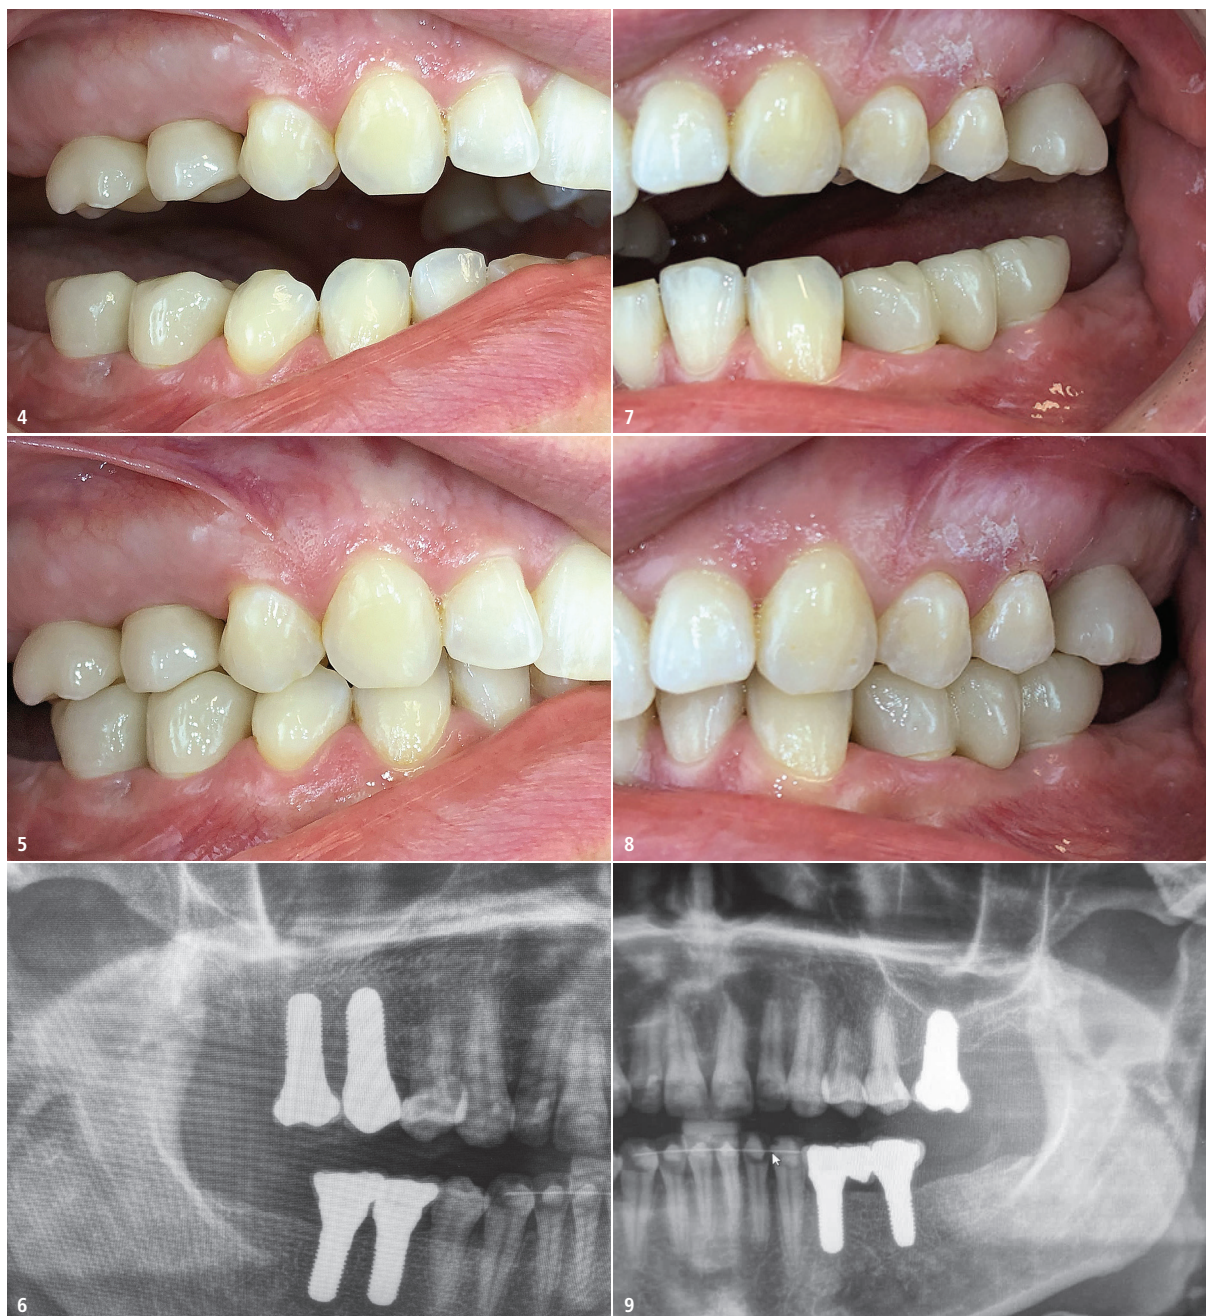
Restaurationen im oberen und unteren rechten Seitenzahnbereich ... – Abb. 5: ... in Okklusion. – Abb. 6: Röntgenkontrollaufnahme der Restaurationen im rechten Seitenzahnbereich. – Abb. 7: Restaurationen im oberen und unteren linken Seitenzahnbereich ... – Abb. 8: ... in Okklusion. – Abb. 9: Röntgenkontrollaufnahmen der Restaurationen im linken Seitenzahnbereich.
